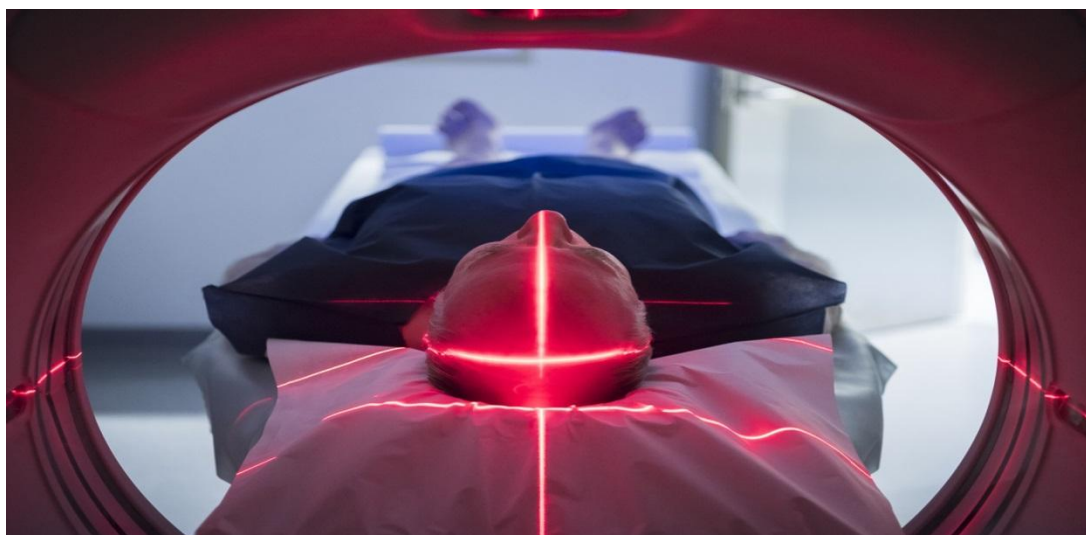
La technique Tomodensimétrie TDM.
